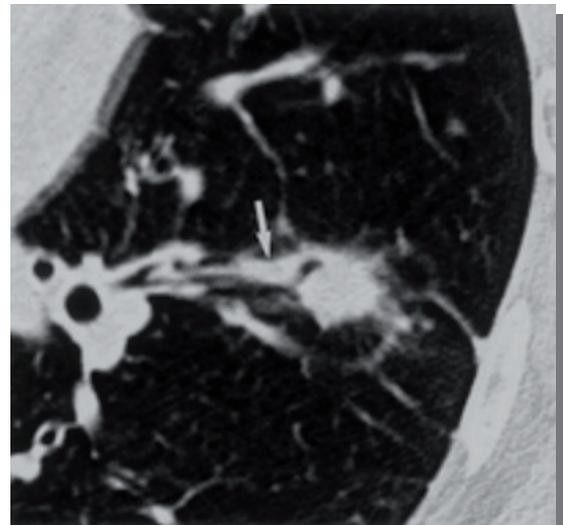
Noduli polmonari evidenziati a TC.
